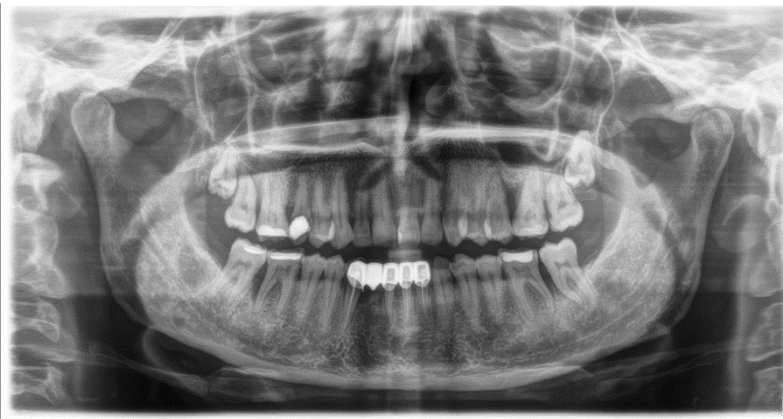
Radiografie în scop diagnostic.
